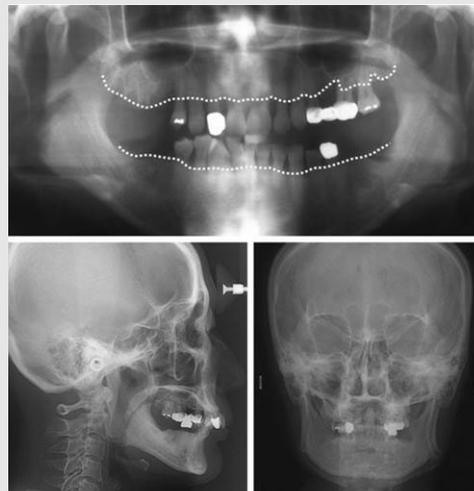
Panoramic, postero-anterior, and lateral cephalometric radiographs before orthodontic treatment.
